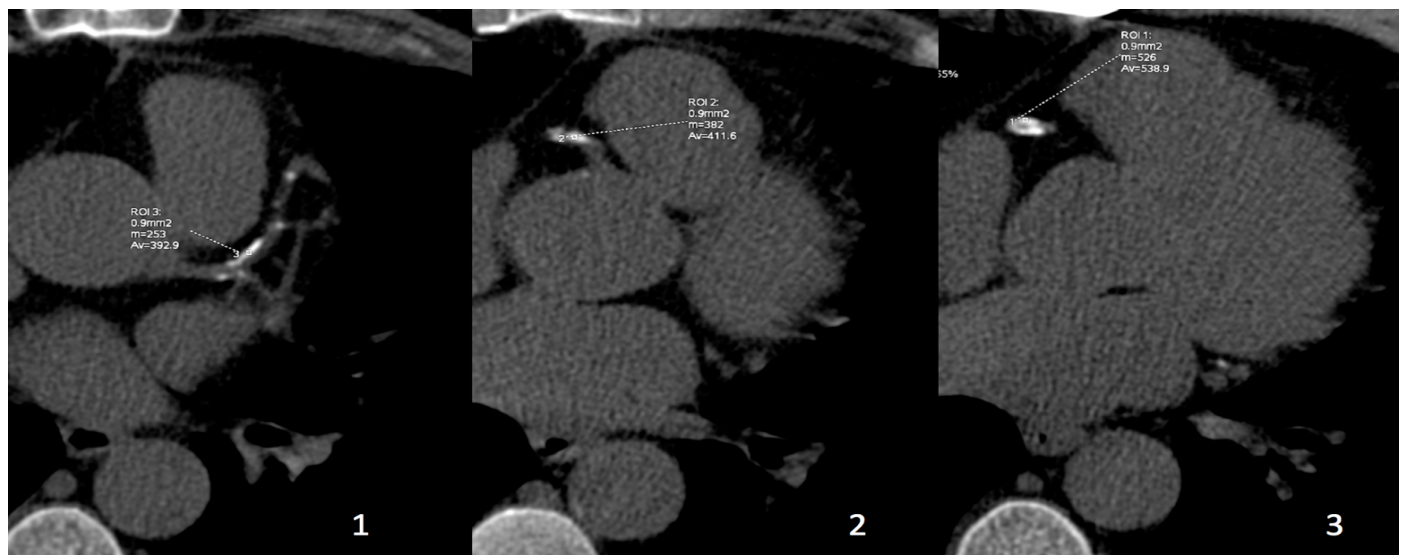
Определение рентгеновской плотности кальцинатов: 1 – передняя нисходящая артерия; 2, 3 - правая коронарная артерия
